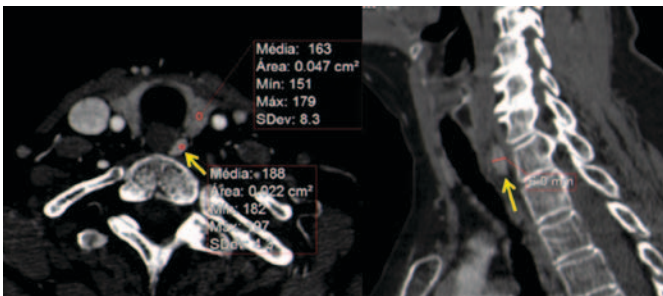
Caso 6: Mulher de 67 anos, com hiperparatiroidismo primário. Após ecografia e cintigrafia negativas, realiza TC-4D com identificação de lesão única sugestiva de adenoma. O resultado histológico foi de hiperplasia paratiroideia.
